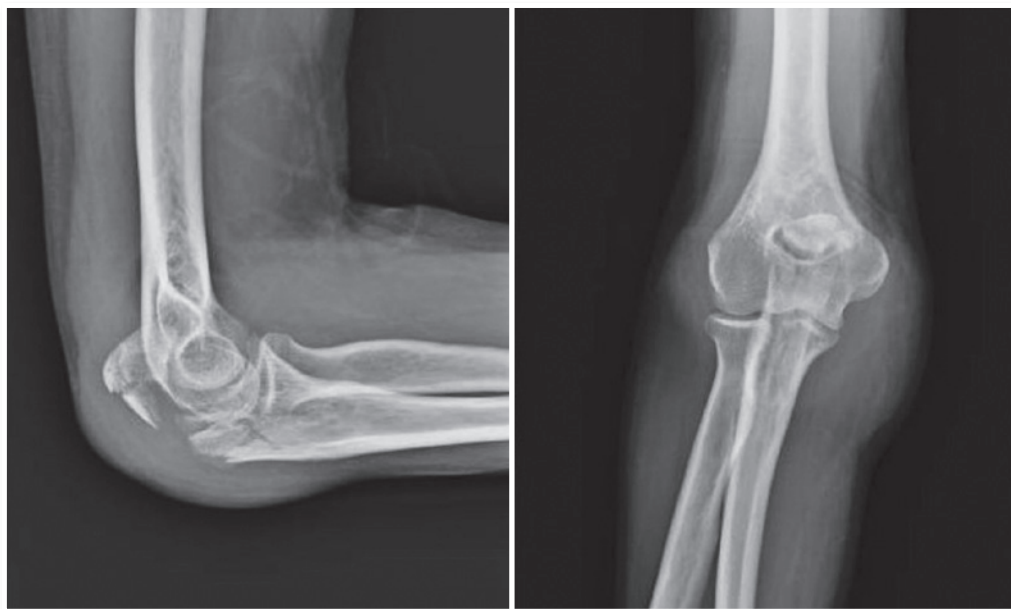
Radiografias perfil e frente do cotovelo direito
